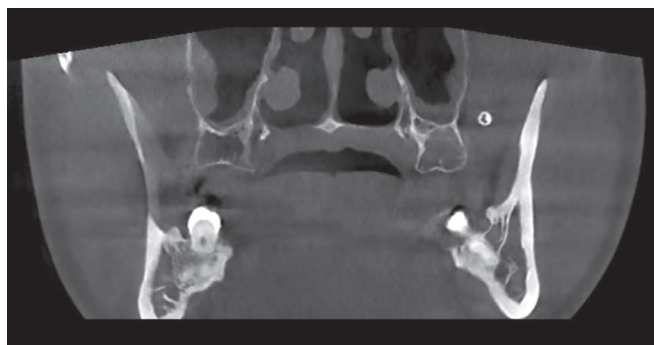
Визуализация кальцината на мультиспиральной компьютерной томограмме (источник: составлено авторами)
